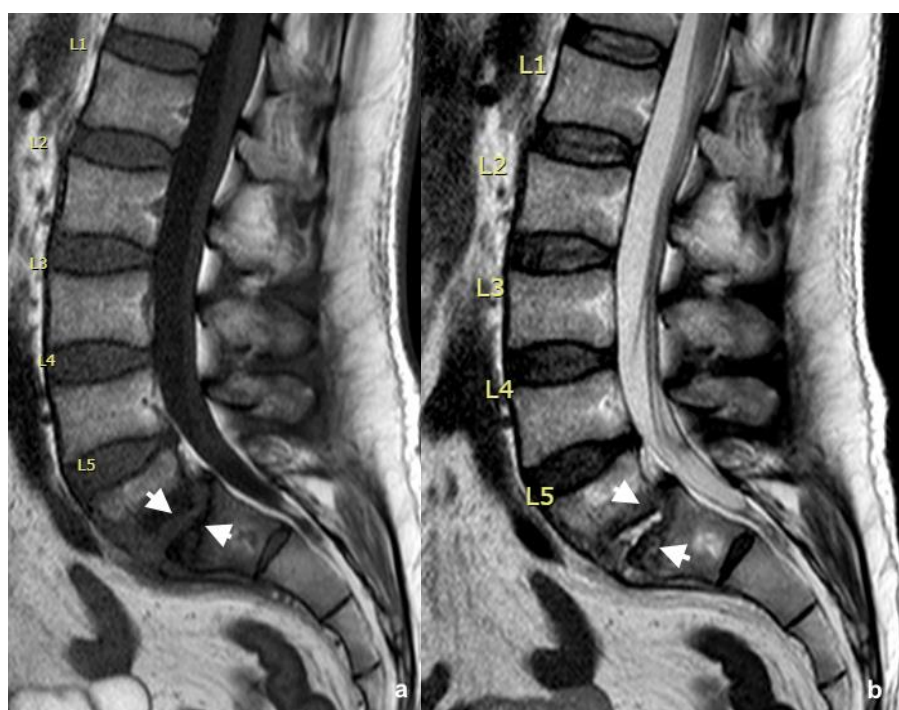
Imagens de Ressonância Magnética da Coluna Lombossacra, cortes sagitais, evidenciando alteração da morfologia do disco com isossinal semelhante ao líquido, hipointenso em T1 (a) e hiperintenso em T2 (b), respectivamente (cabeças de setas). Fonte: SAME - Santa Casa de São Paulo.
